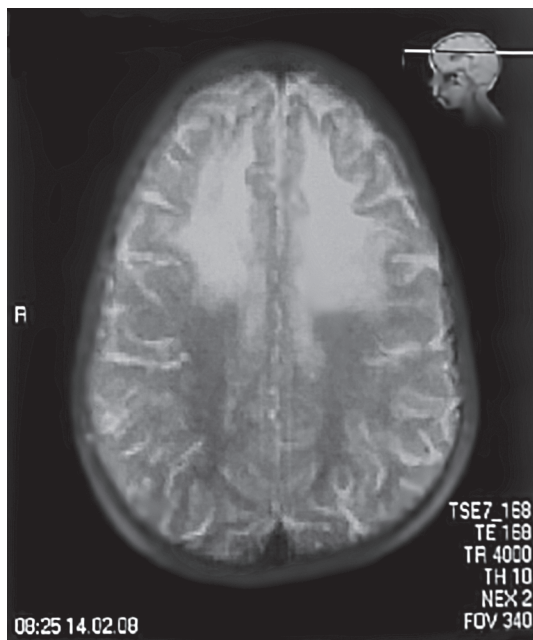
Магнитно-резонансная томограмма при адренолейкодистрофии: атипичная лобная демиелинизация
